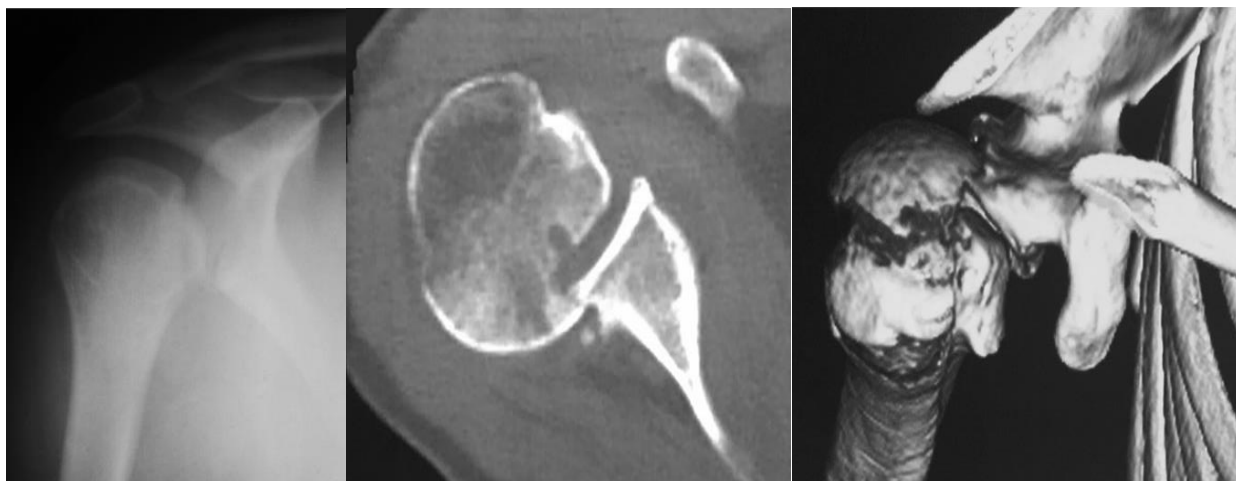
Рентгенограма та КТ пацієнта.
